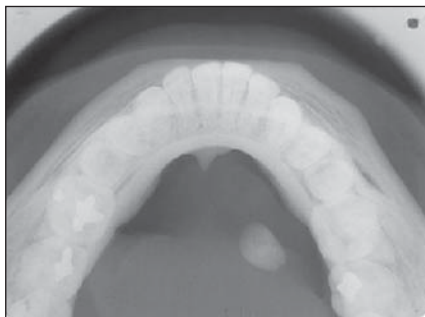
Radiografia oclusional evidenciando cálculo radiopaco na topografia do ducto de Wharton.
